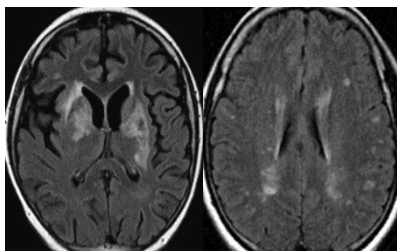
Image IRM au cours du LED
